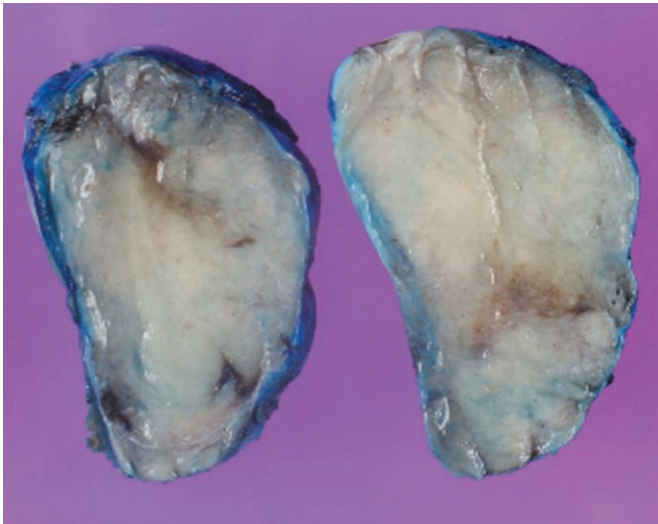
A 43-year-old man with cellular angiofibroma. (a) Axial precontrast CT image shows an oval shaped mass in the left side perirectal space. (b) On axial postcontrast CT image, the mass shows heterogeneous enhancement. (c) Axial T1-weighted fast spin echo image shows iso-signal intense mass to the surrounding muscles. (d) On axial T2-weighted image, the mass shows internal heterogeneous signal intensity with hypointense peripheral rim. (e) Axial pre-contrast fat suppressed T1-weighted image shows iso-intense mass.
